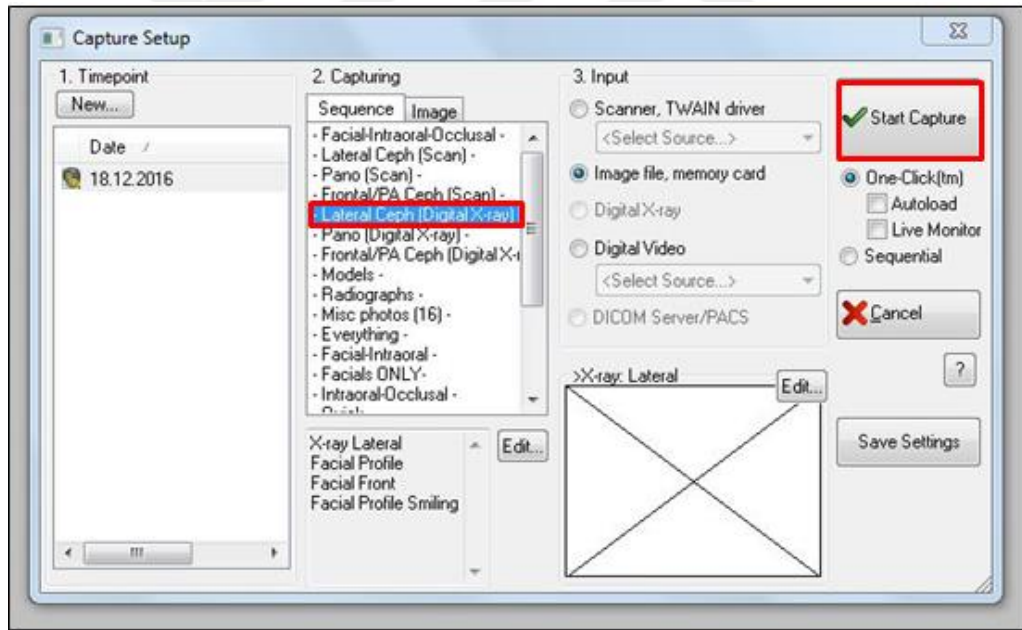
3 boyutlu tomografiden elde edilen 2 boyutlu lateral sefalometrik görüntü ve görüntünün kaydedilebilmesi için seçilmesi gereken sekme.
